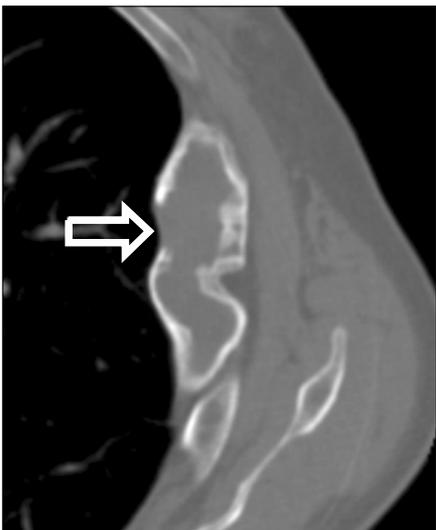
Bone setting of the computed tomography scan of the chest shows elongated bony expansion with geographic radiolucent lesion in the medullary cavity and cortical thinning of left 5th rib (arrow).
